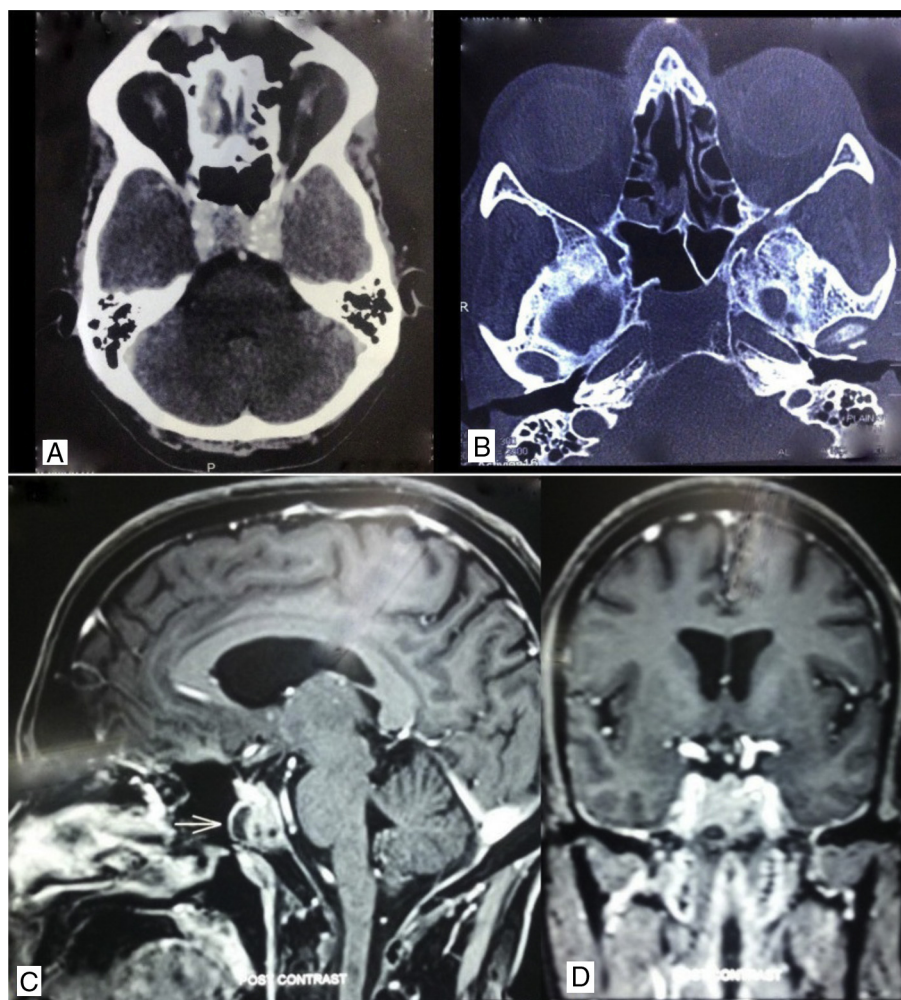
A, Tomografia computadorizada com contraste com incidência axial mostra lesão de realce intenso que envolve o clivo; B, Tomografia computadorizada – incidência axial, janela óssea, mostra lesão osteolítica do clivo; C, Imagem de ressonância magnética – incidência sagital mostra lesão clival com área hipocóica; D, Imagem de ressonância magnética – incidência coronal.
